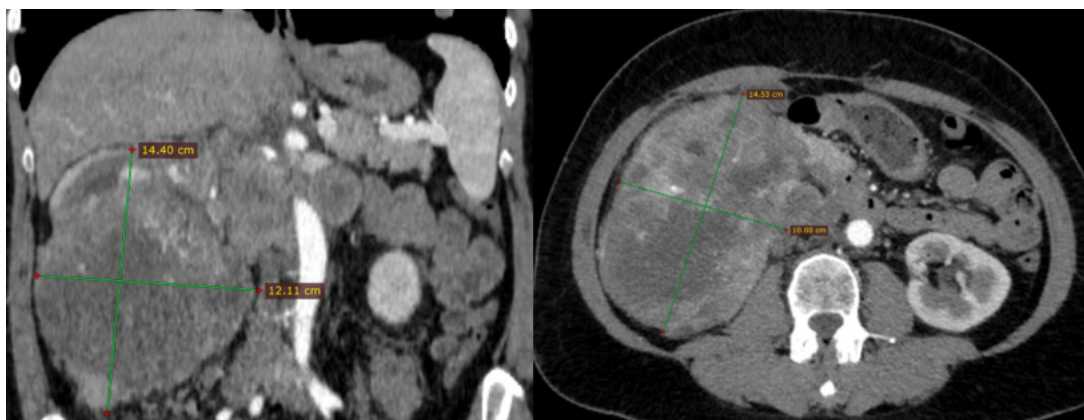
Компьютерная томография органов живота. Образование правой почки
